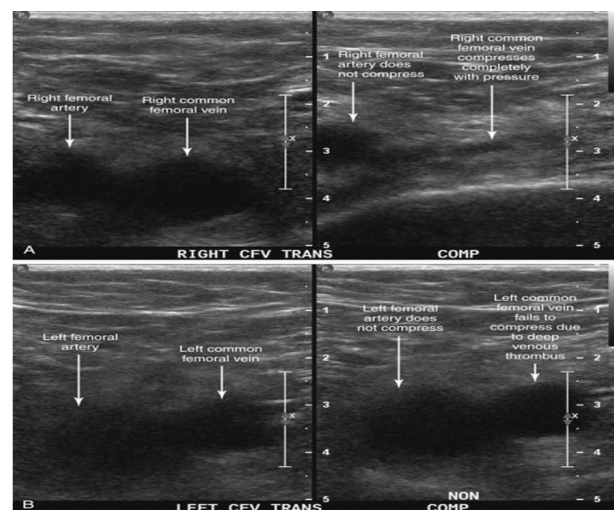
Compression ultrasound in DVT.
